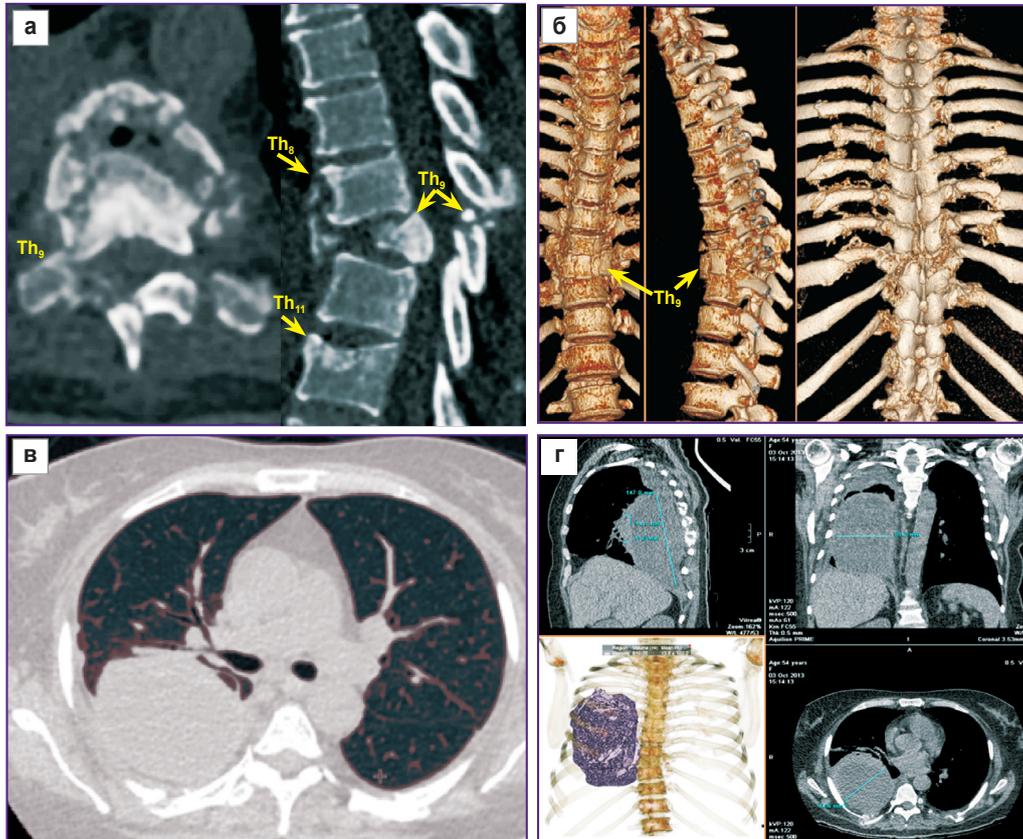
МСК-томограммы грудной клетки и грудного отдела позвоночника пациентки Ж., 23 лет, с политравмой, полученной в результате ДТП:
